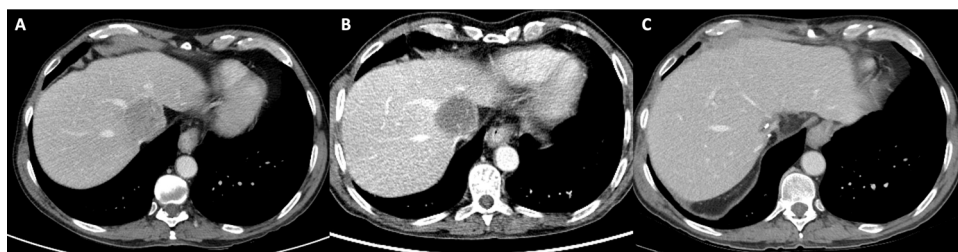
(A) TC índice previo a tratamiento. CHC en íntima relación con venas suprahepáticas media e izquierda. (B) PET-TC post-TACE. Ausencia de captación metabólica en el CHC con márgenes tenuemente hipermetabólicos. (C) TC de control tras cirugía al mes y medio. Permeabilidad vascular en venas suprahepáticas, sin presencia de tumor residual.
